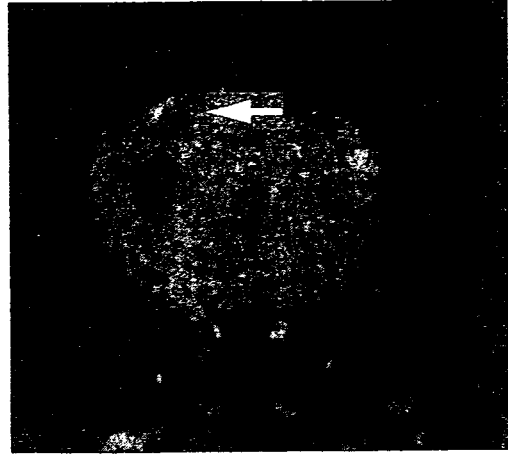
磁気標識したマウス神経幹細胞をマウス海馬に移植し、2 T の MRI 装置で画像化
